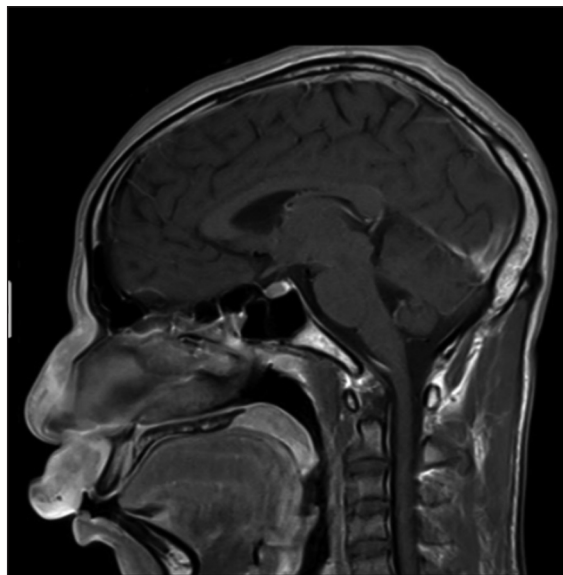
RM contrastada de senos paranasales y cara.
